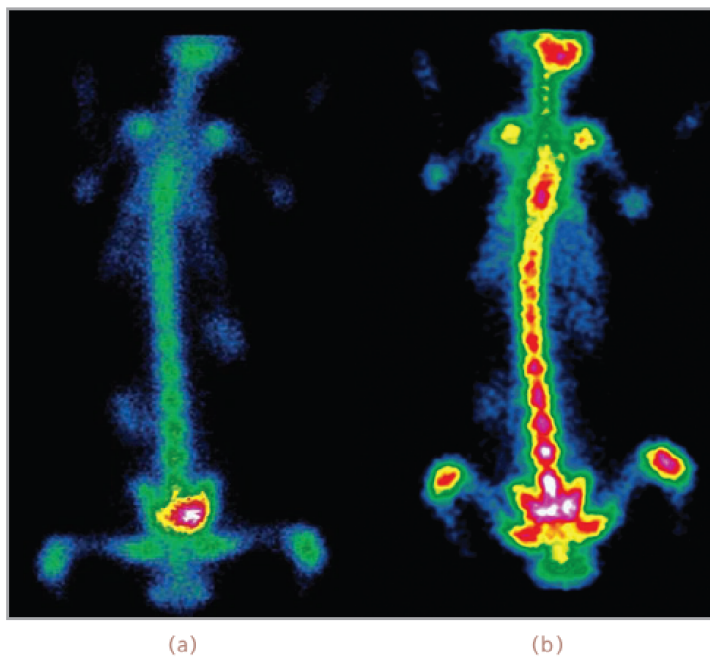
Imágenes obtenidas por SPECT de ^{177}Lu -EDTMP conejos a (a) 1 d y (b) 7 d p.i.
